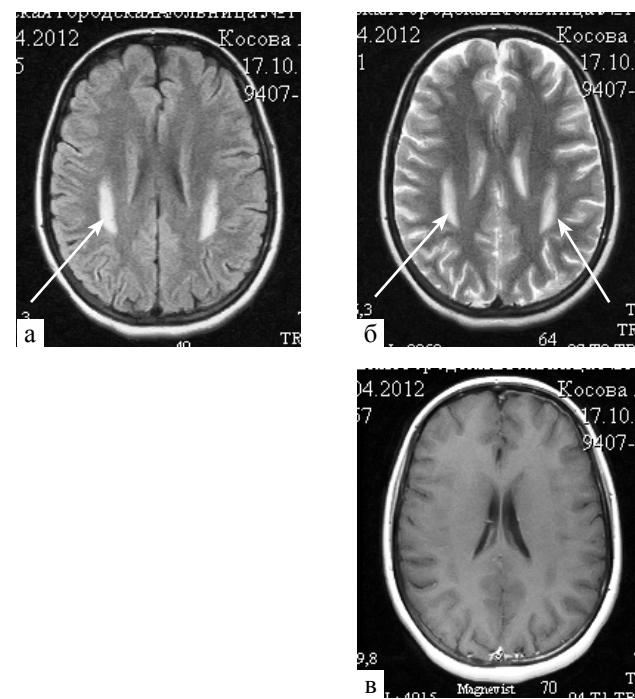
Пациентка К.Я., 16 лет. Ранняя нейротоксическая реакция. Инсультоподобный эпизод с развитием афазии, гемипареза, судорог: а – FLAIR; б – Т2 ВИ; в – Т1 ВИ; г – постконтрастная МРТ. Изменение сигнала по типу острой демиелинизации в белом веществе теменно-затылочных областей показано стрелками
